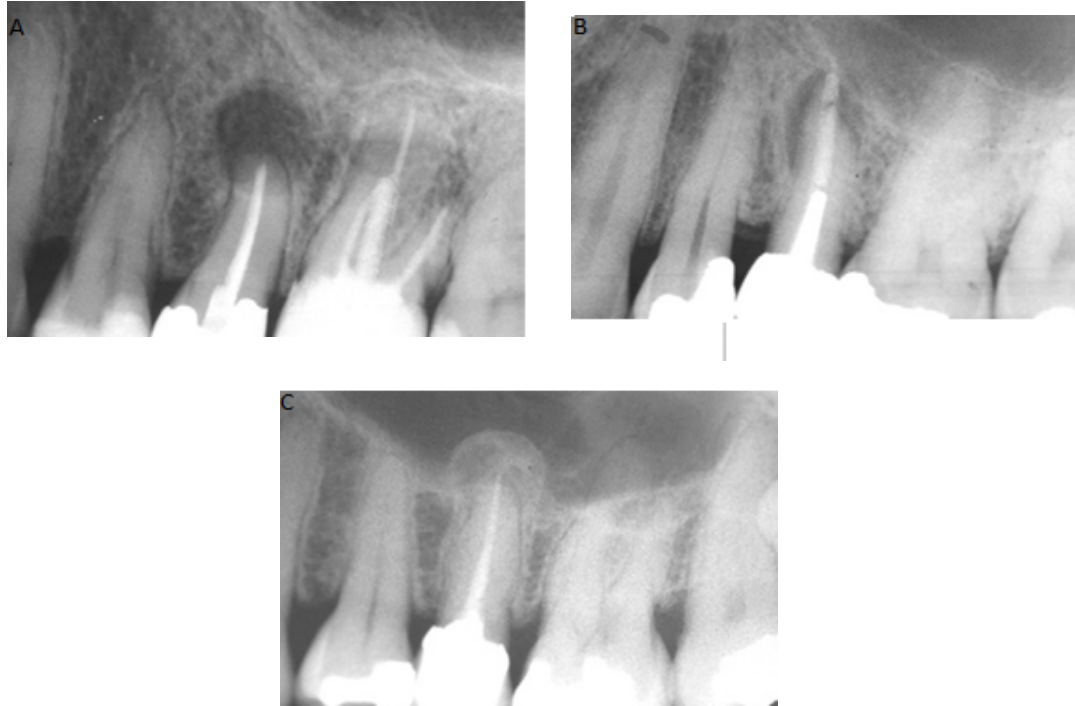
Presencia de lesión periapical en relación con el seno maxilar. A- clase I, B- clase II, C- clase III.¹⁵ Fuente: Oberli.
